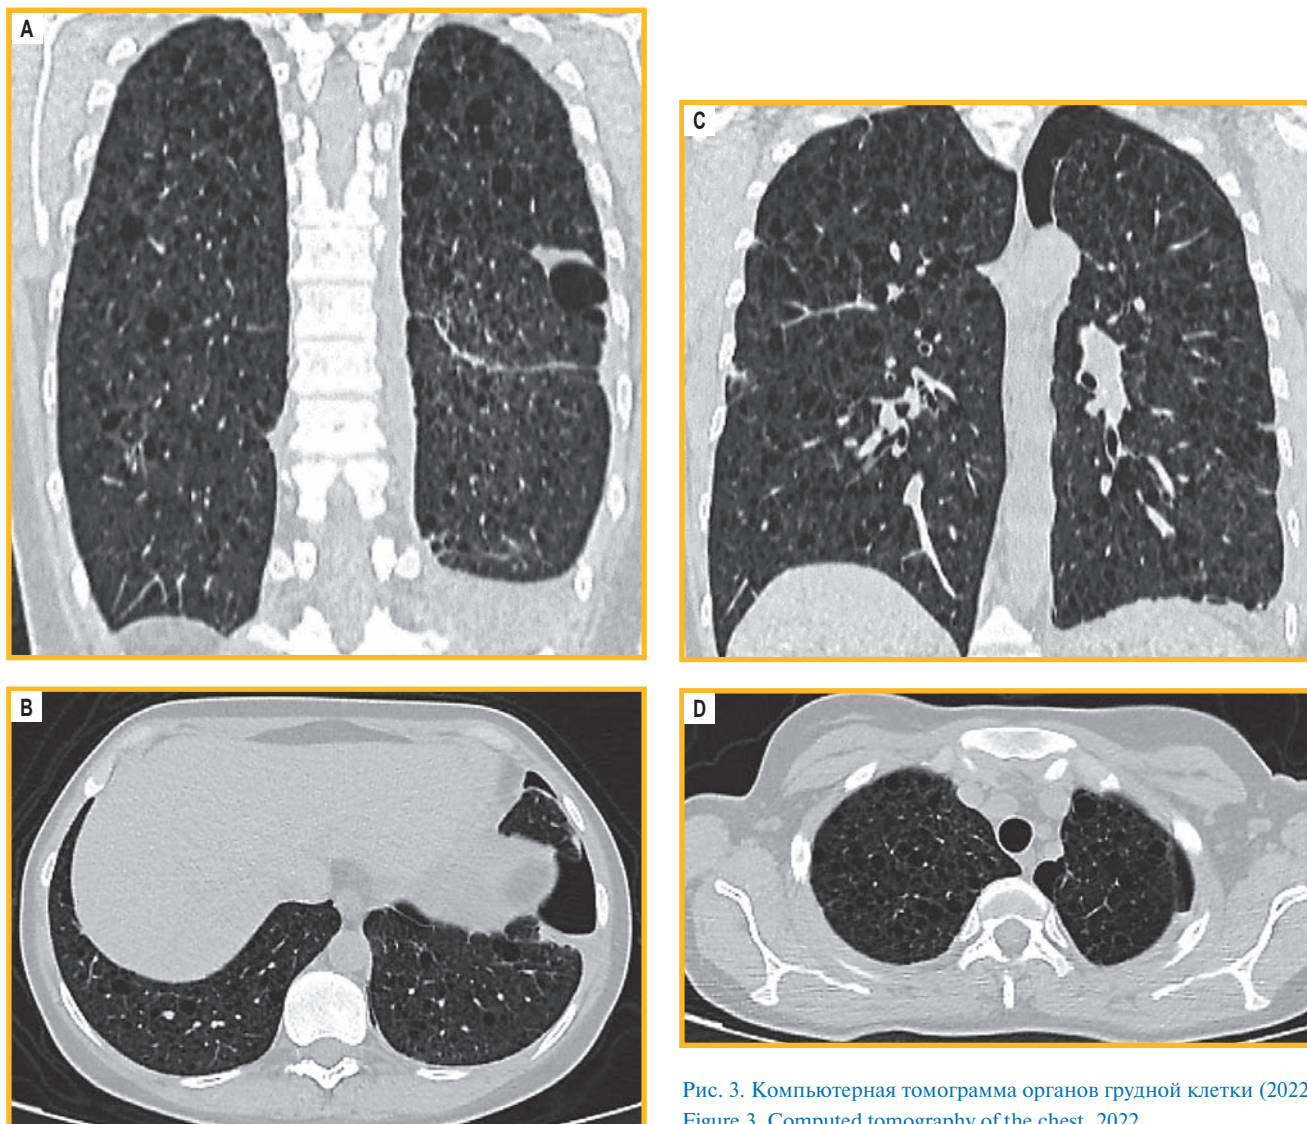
Компьютерная томограмма органов грудной клетки (2022)
